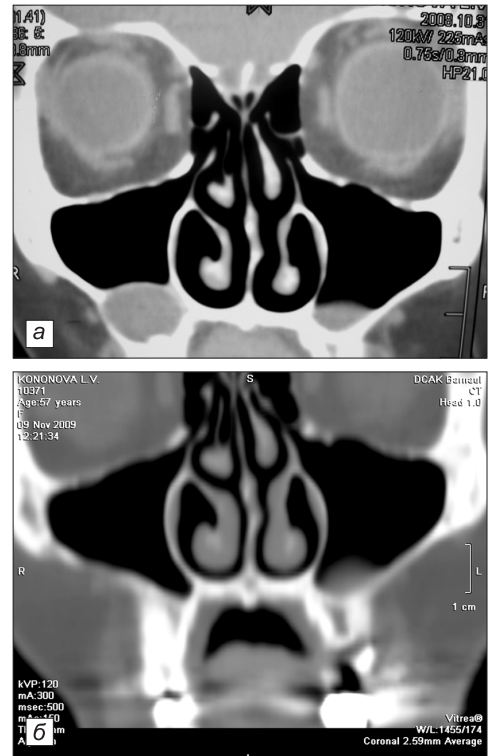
Реформат костей лицевого черепа пациентки Л., 57 лет, при МСКТ в коронарной проекции до лечения (а), через 12 мес после лазерной цистэктомии (б).
